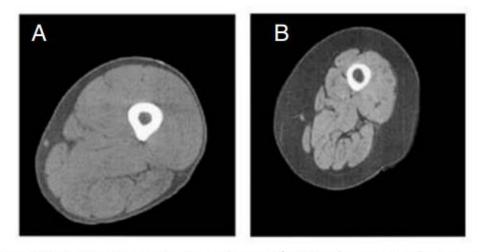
Sarcopenia is a loss of muscle mass during aging. A. CT scan of the mid-thigh of a young active person shows subcutaneous fat (dark gray) and skeletal muscle (light gray). B. A CT scan of the mid-thigh of an older person demonstrates the dramatic loss of skeletal muscle mass and the accompanying increase in subcutaneous fat. Reproduced from Roubenoff (2003b) with permission of the publisher.
